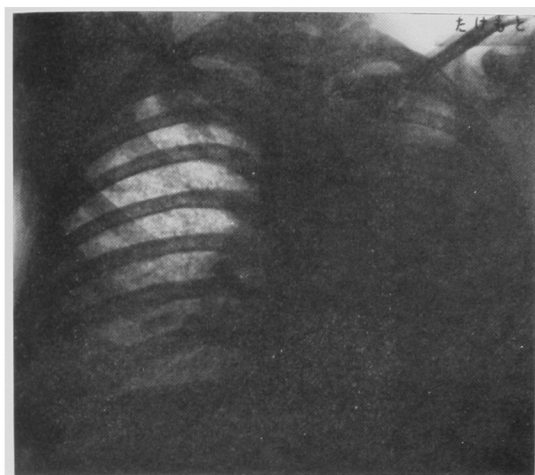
X-ray finding of the mother, the day before delivery. Advanced cavitory lesion in the left side, and dense miliary shadows in the right side.
